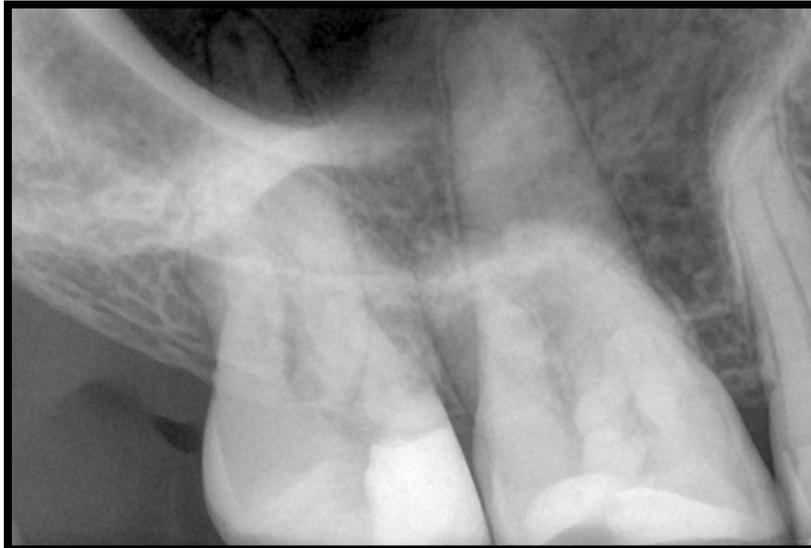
Radiografia periapical final do dente 17 (janeiro de 2020)
